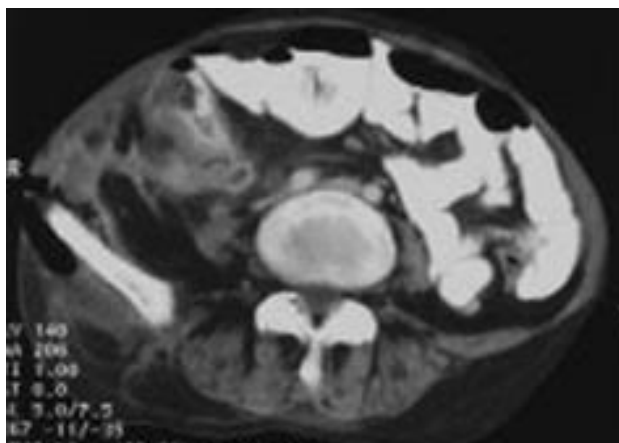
une TDM objectivant une collection abcédée au contact du cæcum avec traînée dense au sein de la graisse et des muscles s'étendant à la peau et comportant des images aériques [10].
